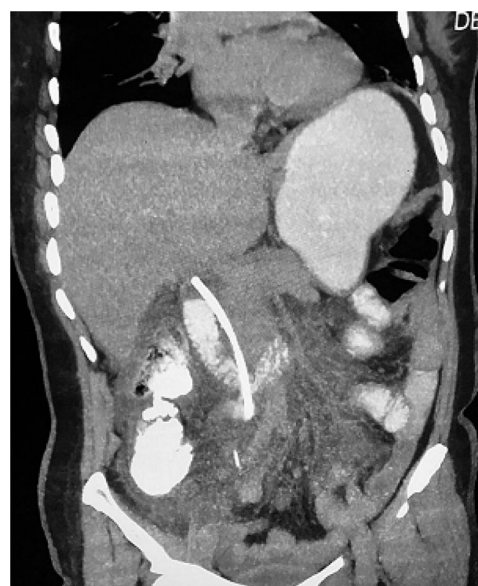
Imagen de tomografía computarizada de abdomen, con contraste oral. Se aprecia la endoprótesis migrada, perforación en tercera porción de duodeno, y fuga de medio de contraste.
